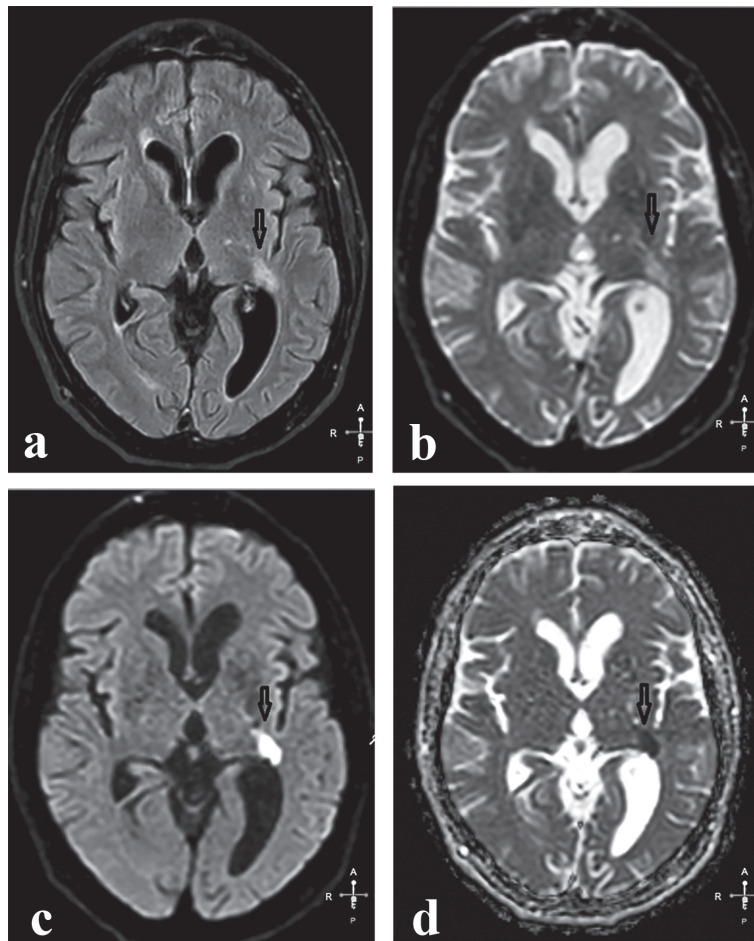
IRM cerebral în plan axial. Modificări ischemice acute marcate de aparență diferită în diverse tehnici de scanare, a - tehnica FLAIR, focar în hipersemnal (săgeată lungă); b - tehnica DWI, factorul b = 0, ambele focar în hipersemnal (săgeată lungă); c - tehnica DWI, factorul b = 400, focar în hipersemnal (săgeată lungă); d - tehnica DWI-ADC, focar în hiposemnal (săgeată lungă).
